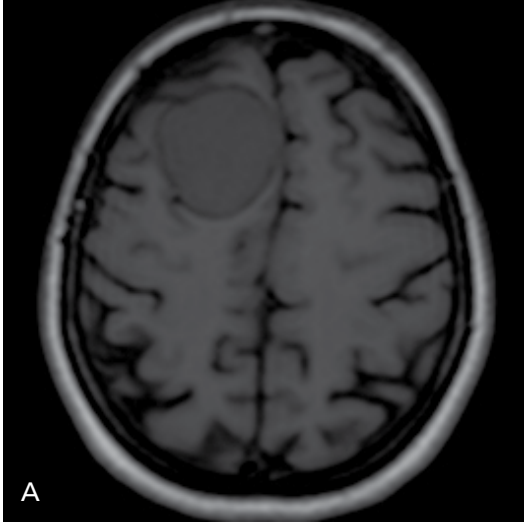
A-C. Sağ frontal bölgedeki menenjioma sekonder frontal kemikte internal tabula düzeyinde fokal kortikal kalınlaşma izlenen bayan hastanın parankim (A) ve kemik pencerede (B) BT görüntüleri görülüyor. Postkontrast aksiyel T1A görüntüde (C) lezyonun homojen kontrastlandığı ve komşu kemikteki kortikal kalınlaşması (B) izleniyor.
